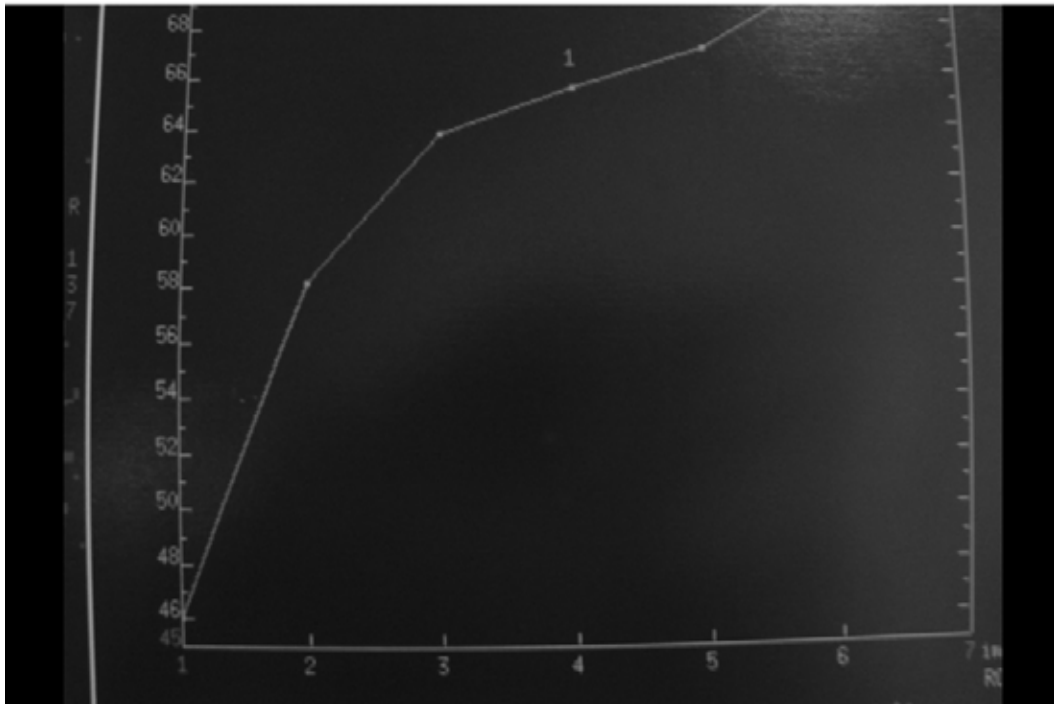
Magnetic resonance imaging of the right breast shown a 2.0 x 1.3 cm solid mass with no precise limits and low-contrast enhancement.
